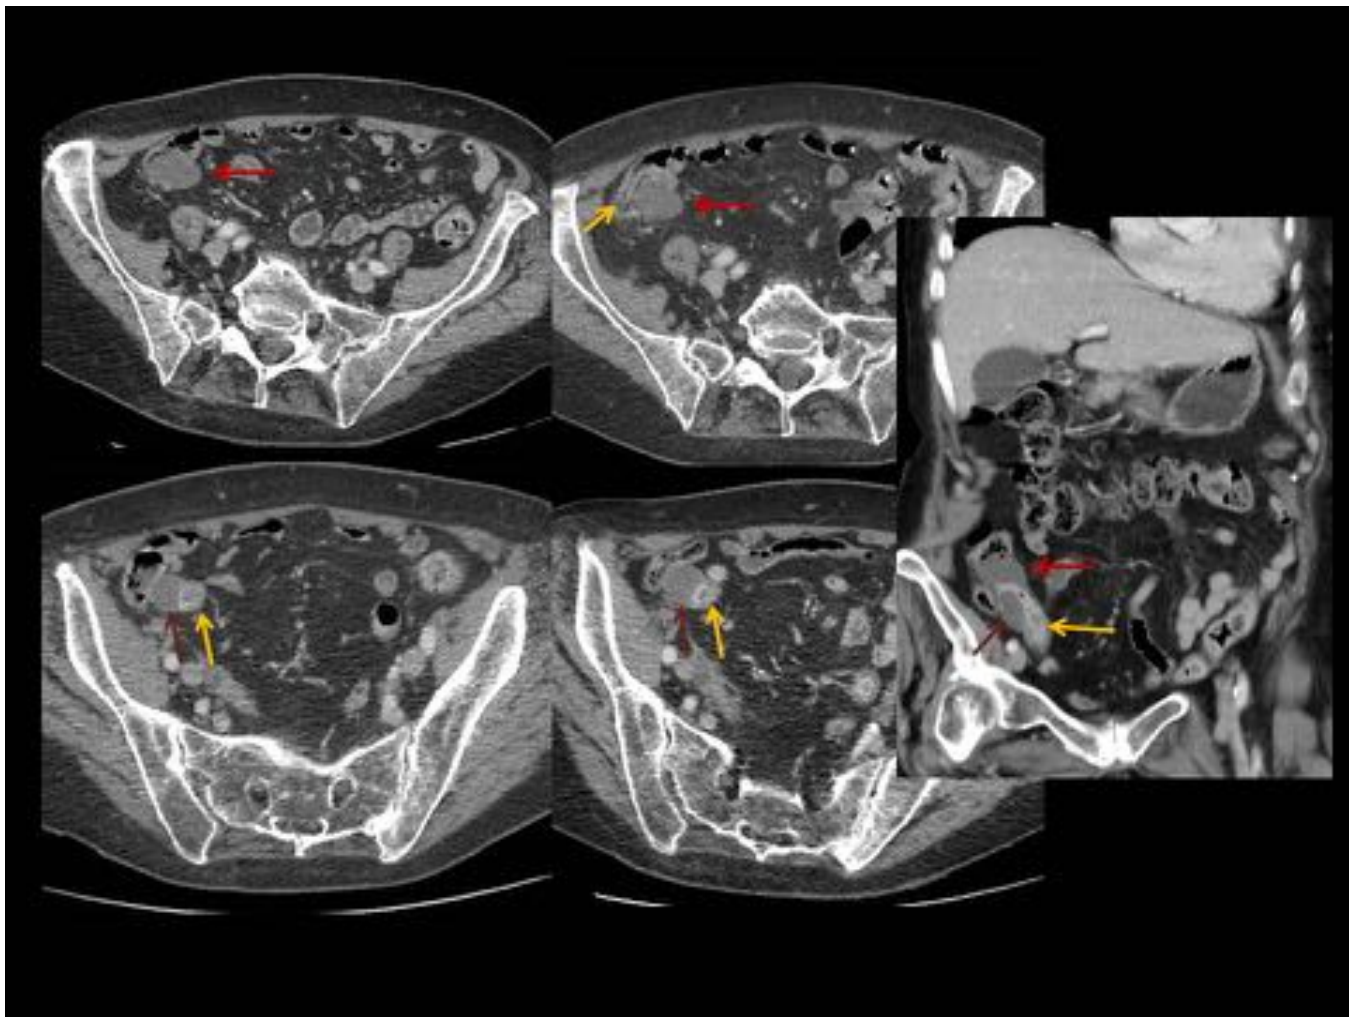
TC con CIV. Mismo paciente que en fig 12. Dos lesiones nodulares hipodensas (flechas rojas y marrones), homogéneas y bien delimitadas, de origen submucoso en ileon terminal (flechas amarillas). GIST ileales.
